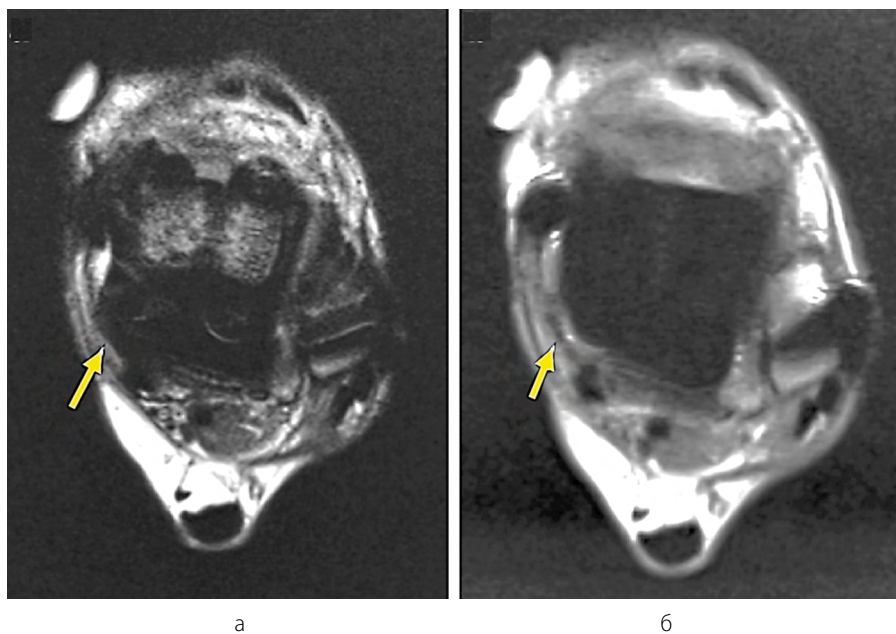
МРТ правого голеностопного сустава, 18 месяцев после тотального эндопротезирования, аксиальная плоскость сканирования PD ВИ:
